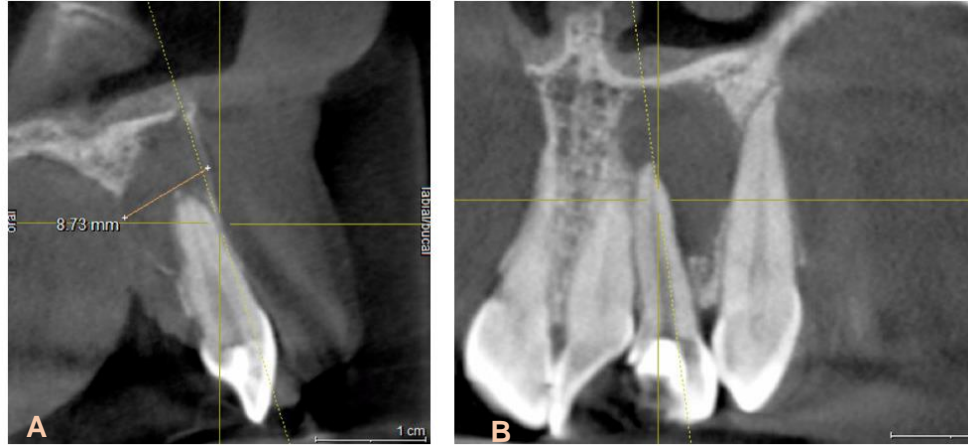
Imagen CBCT. A) Corte transversal. B) Corte coronal. Pieza 2.2 con lesión radiolúcida periapical distal de límites definidos. (Cortesía: Dra. Contreras E.)
